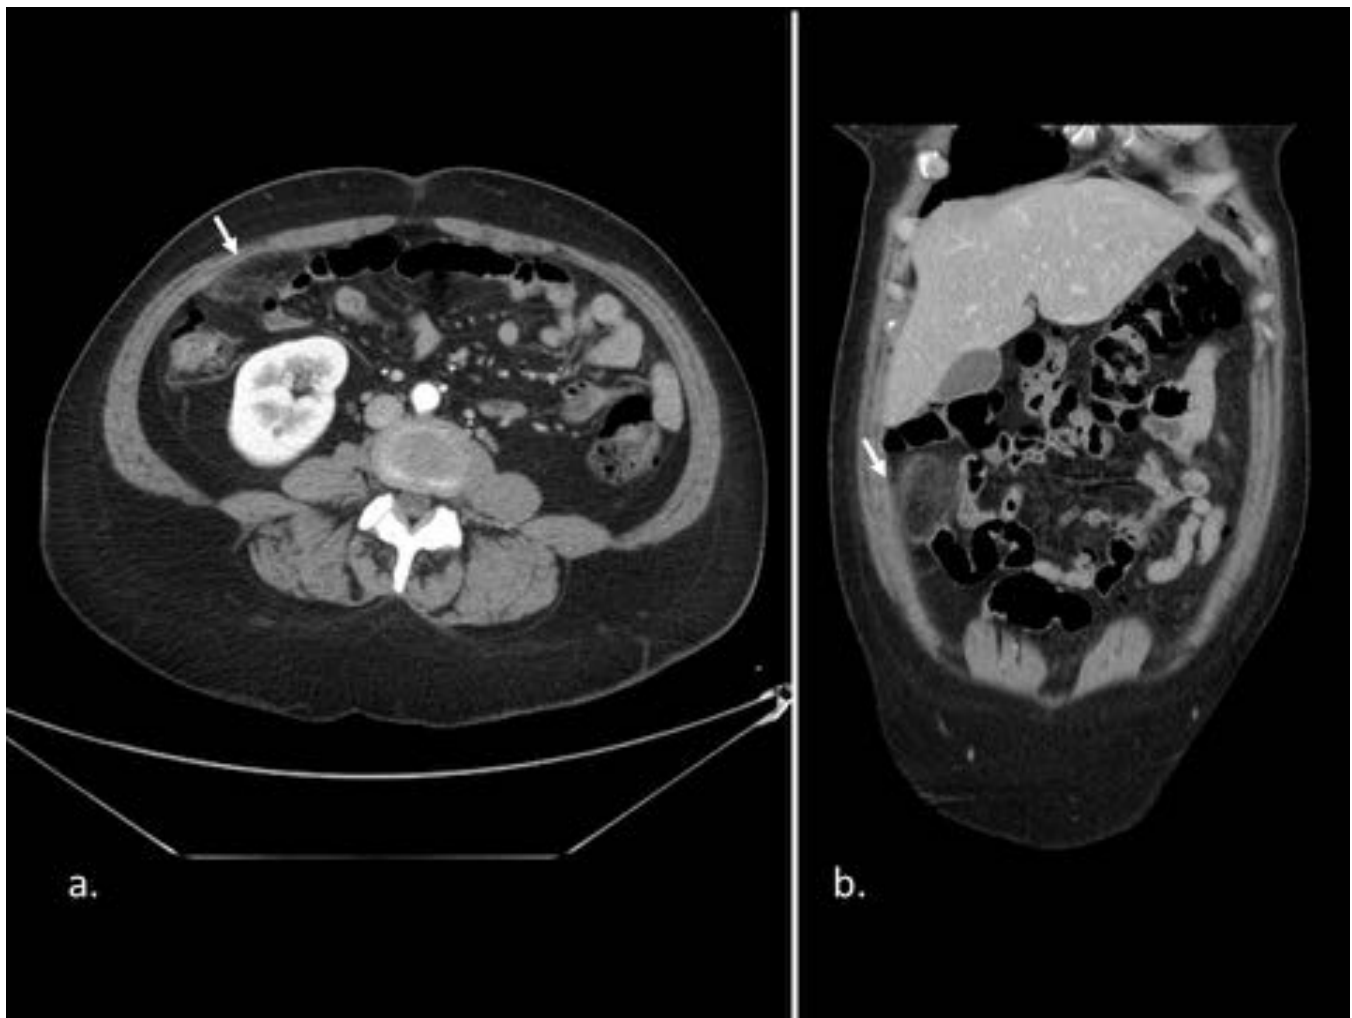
Infarto omental en mujer de 48 años con dolor abdominal con sospecha inicial de colecistitis aguda. Imágenes de TC con contraste iv en plano axial (a) y coronal (b). Se identifica en el lado derecho del epiplón área de infiltración de la grasa, mal definida, sin clara relación con el colon ascendente.
